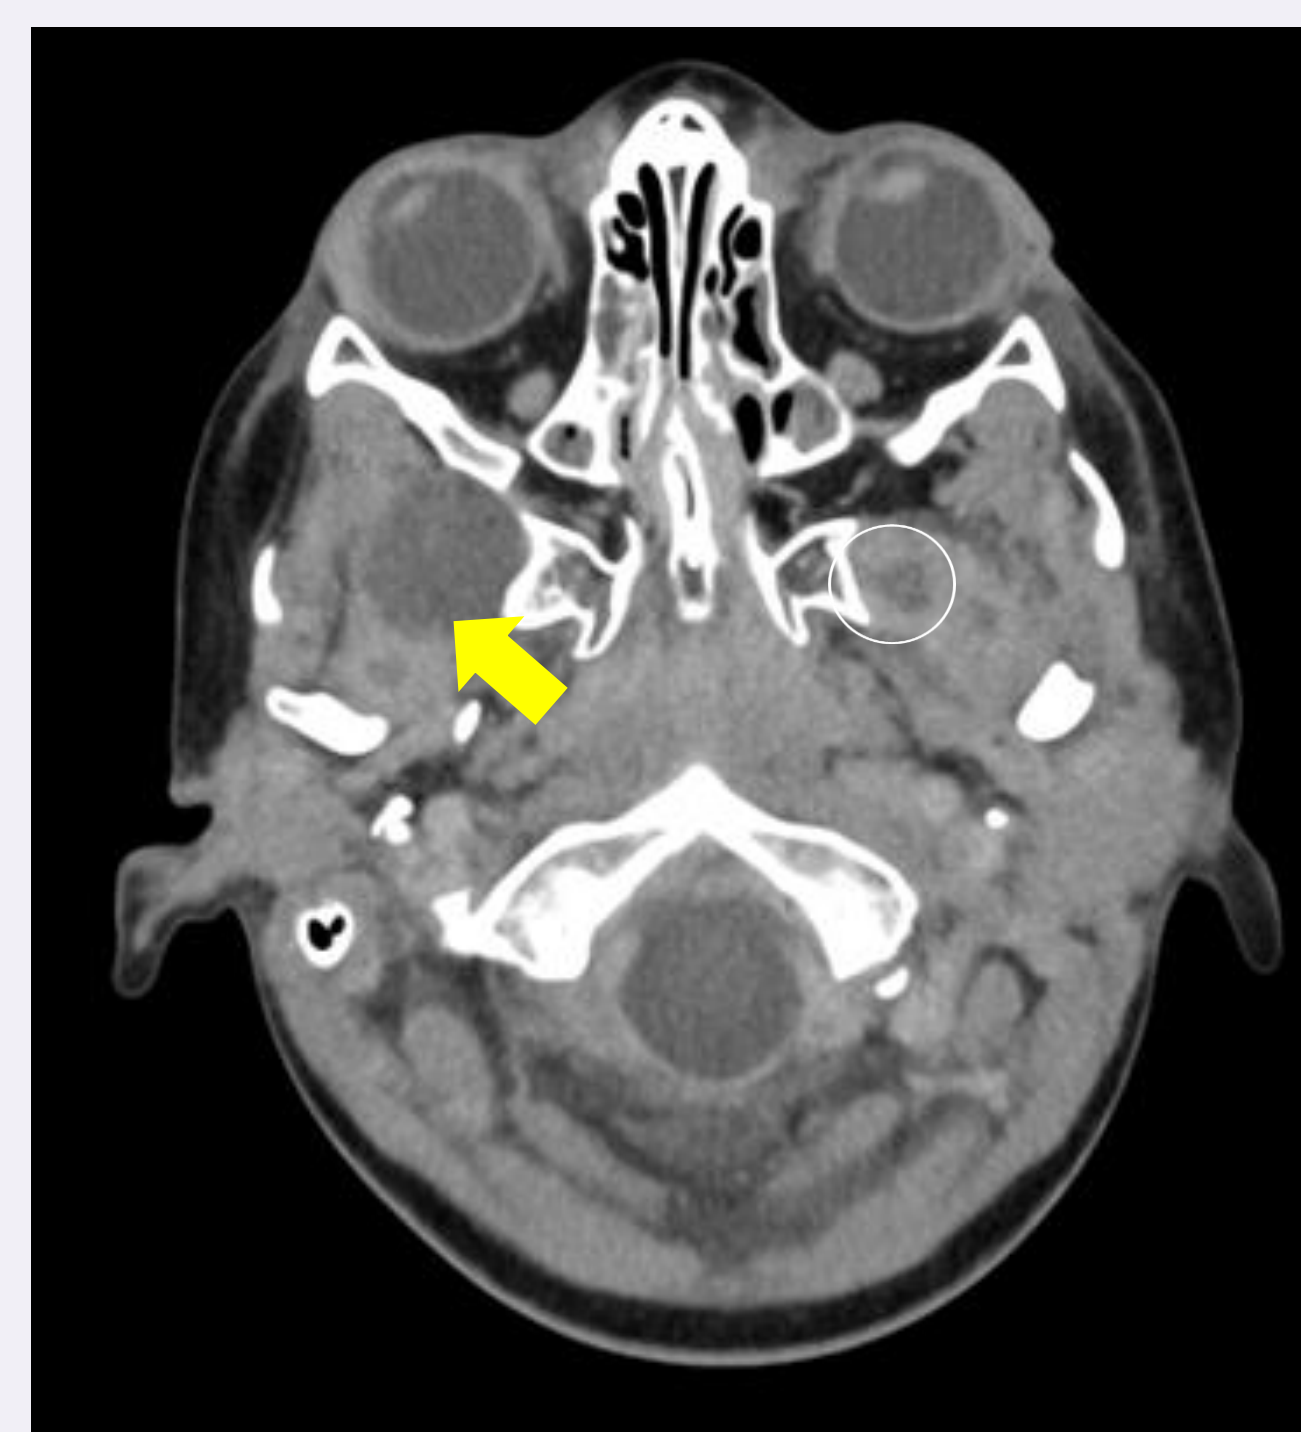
TC cerebral: absceso en espacio masticador derecho y pequeño en espacio masticador izquierdo.
